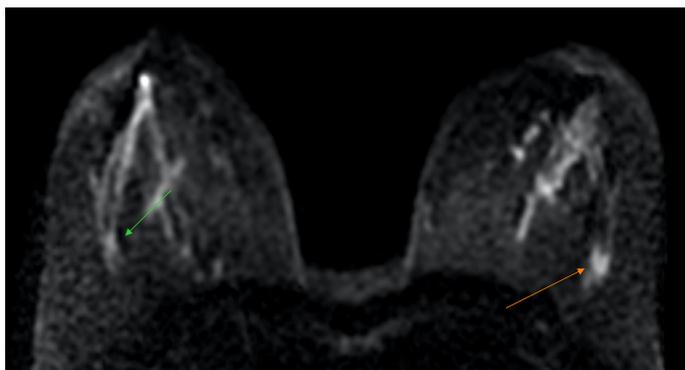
МРТ МЖ. DWI-изображение, b-фактор 1000, аксиальная плоскость. Оранжевой стрелкой указана зона слабогиперинтенсивного сигнала в верхненаружном квадранте левой МЖ, более яркая по сравнению с аналогичным участком в верхненаружном квадранте правой МЖ (зеленая стрелка)
